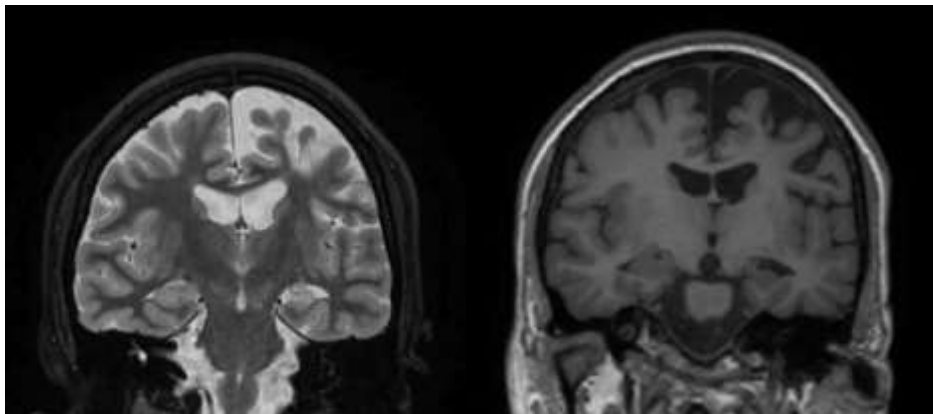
IRM cérébrale, coupes coronales séquence T2 (à gauche) et T1 (à droite). On visualise une atrophie et un hypersignal T2 hippocampique et fronto-pariétales gauches faisant suspecter une sclérose hippocampique associées à des séquelles parenchymateuses fronto-pariétales gauches.
